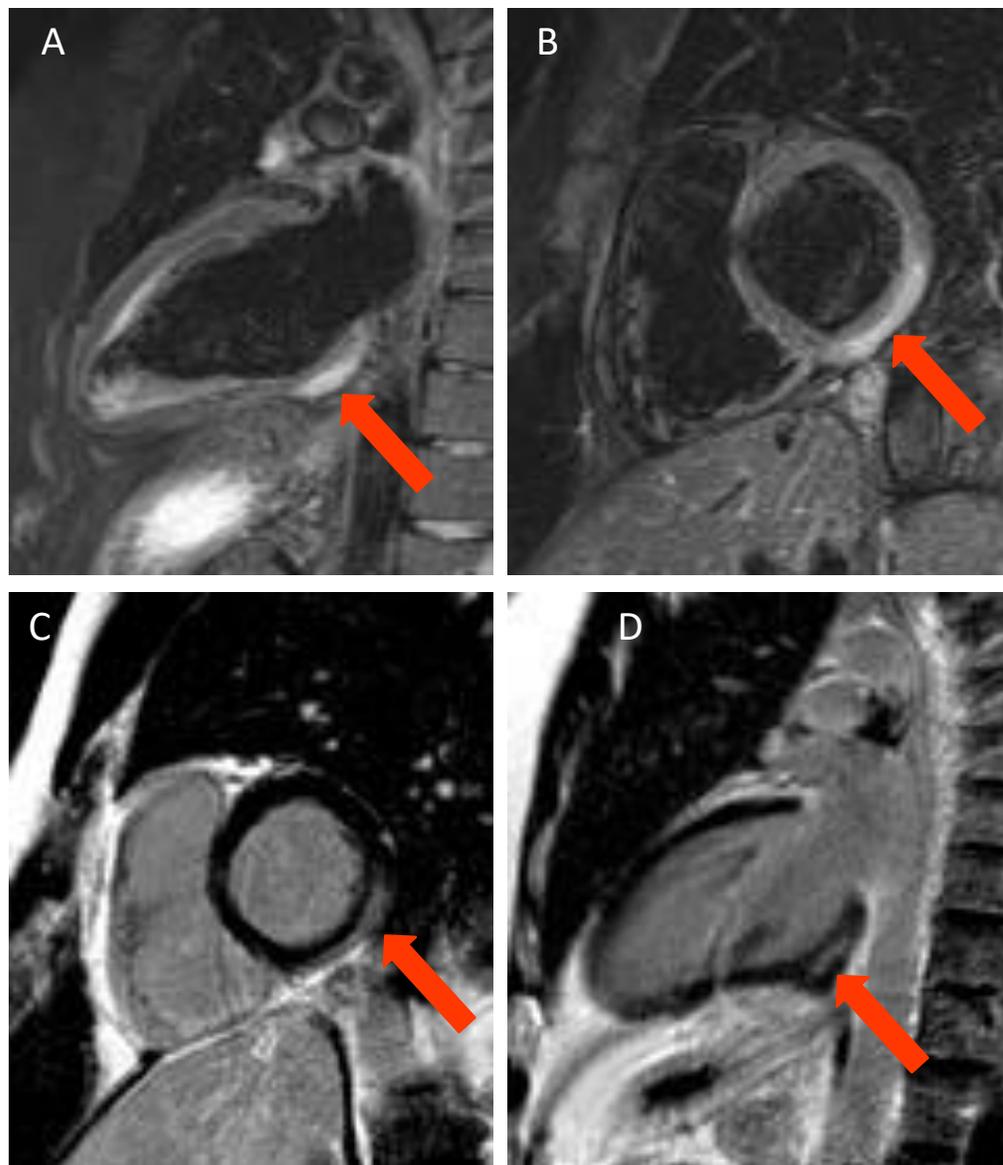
RM cardíaca em um caso de miocardite aguda:
